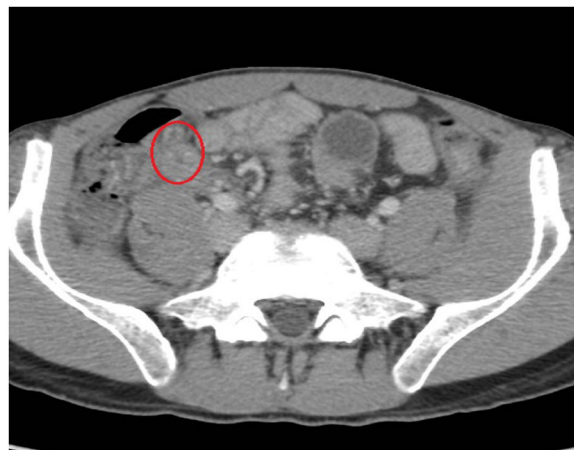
Imagen de la TAC.
